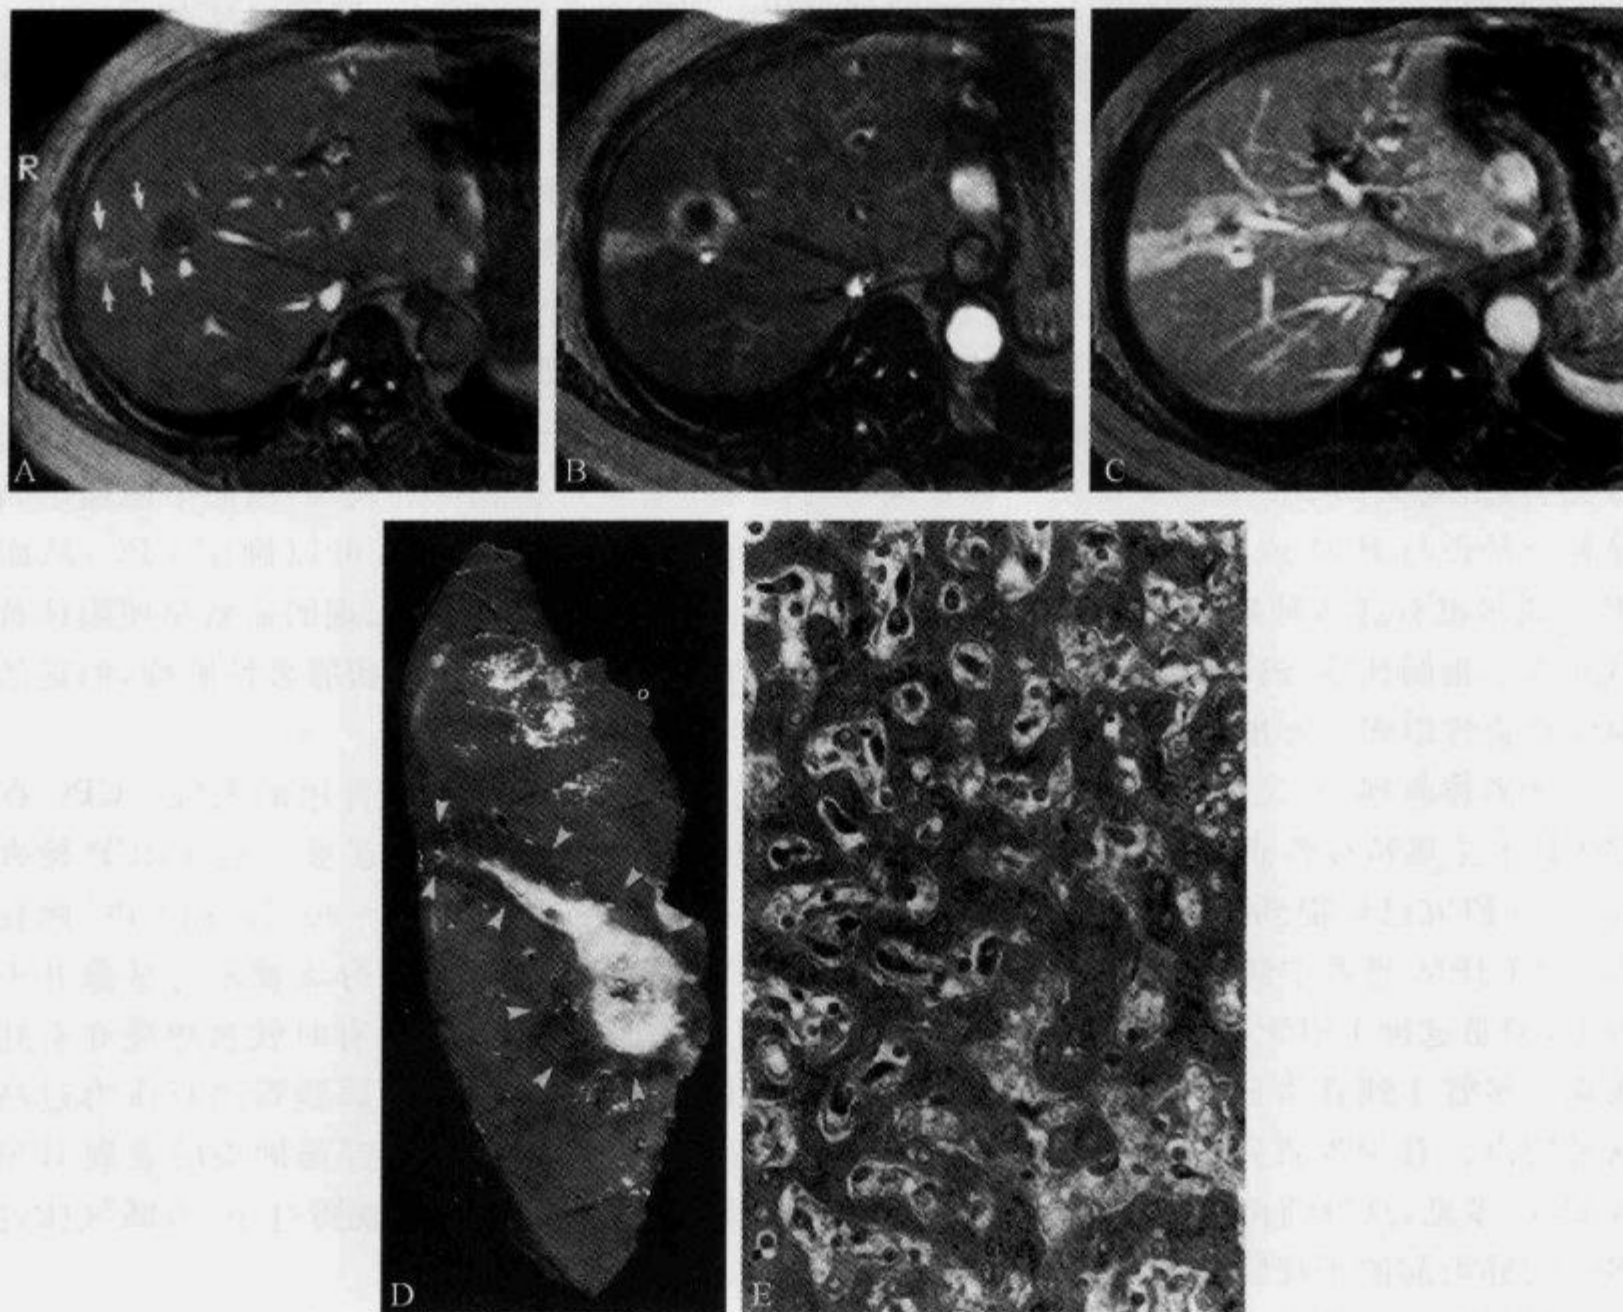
MRI T₁WI 示“楔形征”
